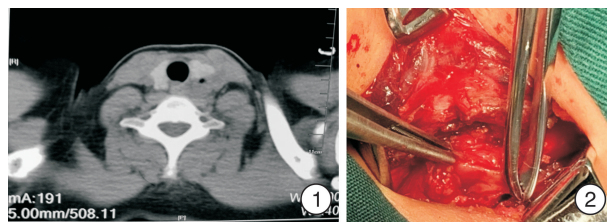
颈部CT 食管上段管壁弥漫性增厚,左侧颈根部可疑软组织密度影,周围少量积气; 图2 术中所见 左侧甲状腺外侧缘、颈鞘均与肿物组织粘连,瘘口位于颈段食管。
